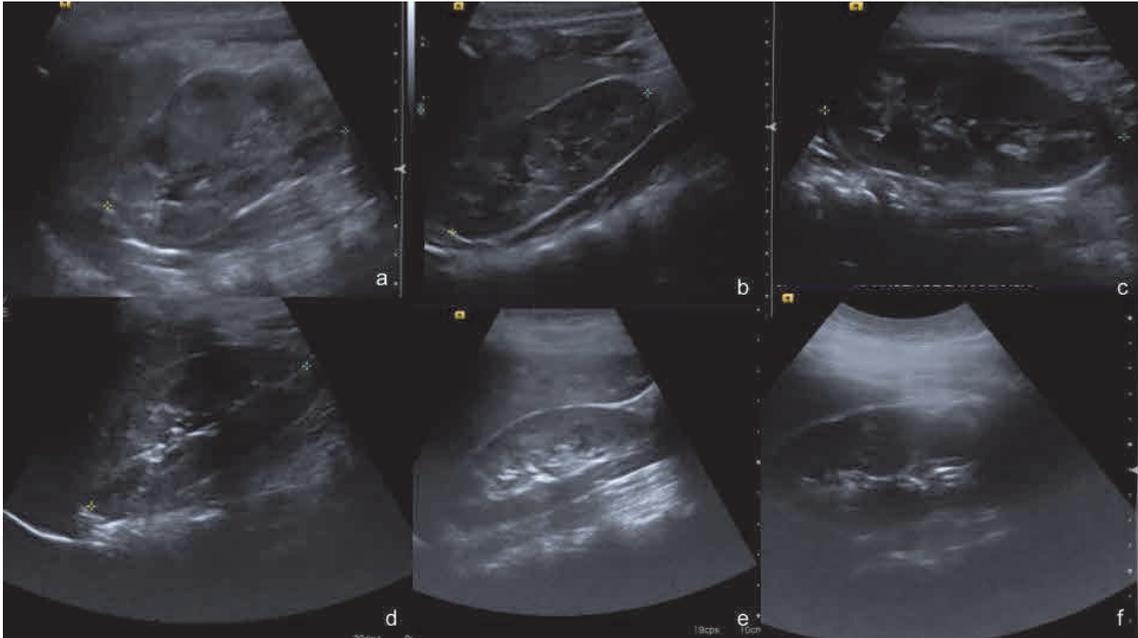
Ecografía en modo b, corte longitudinal del riñón en niños de diferentes edades: Neonato (a), dos meses (b), un año (c), cinco años (d), diez años (e) y quince años (f). En periodos iniciales existe una mayor lobulación, prominencia de pirámides y ausencia de visualización de la grasa del seno renal. En niños de mayor edad los contornos son más lisos y aumenta la grasa del seno. Fuente: propia.
